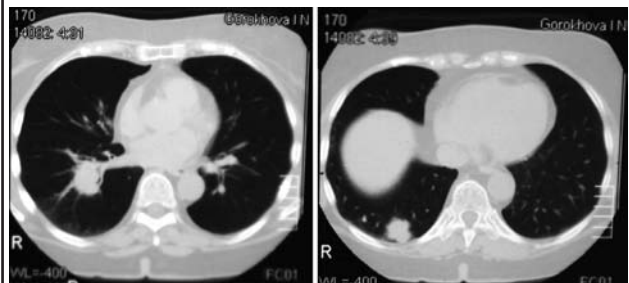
Больная Г., 74 года: компьютерная томография грудной клетки через 10 мес.
